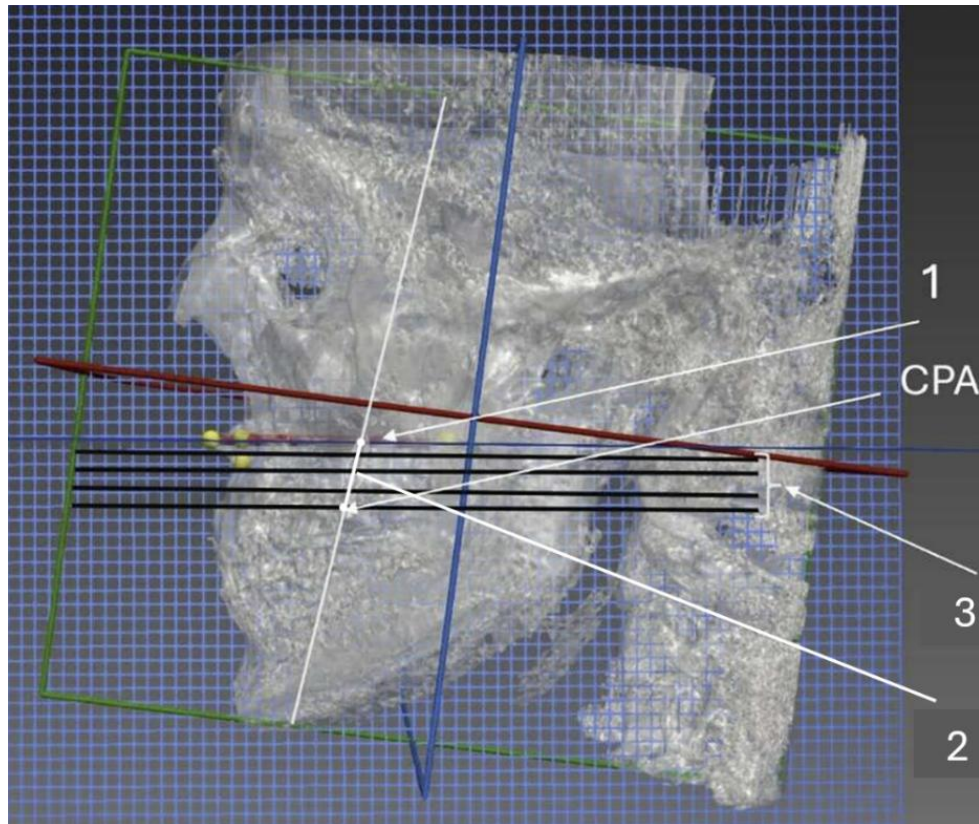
Изображение конусно-лучевой компьютерной томограммы лицевого скелета
